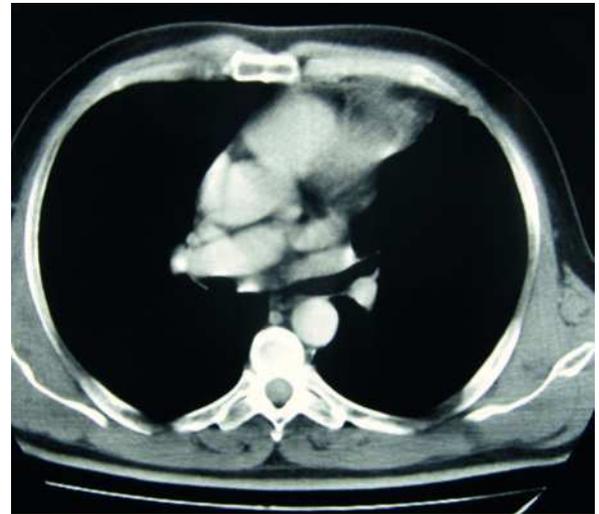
Tomografía axial computarizada de tórax, en la que se observa una masa en el mediastino anterior izquierdo que se extiende hacia la pared torácica. En el recuadro inferior de la derecha, detalle microscópico de la lesión, en el que se observa tejido adiposo con áreas de esteatonecrosis central, acompañado de denso infiltrado inflamatorio con predominio de histiocitos y células espumosas junto a células gigantes multinucleadas. (Hematoxilina-eosina, [20].)
